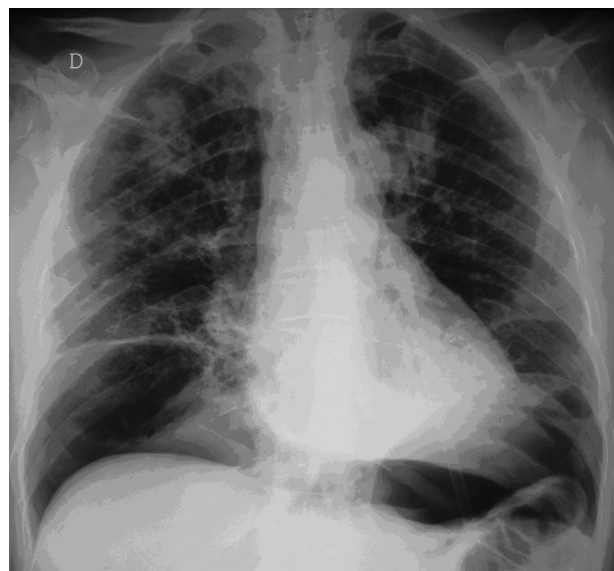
Radiografia de tórax mostrando o pneumoperitônio
